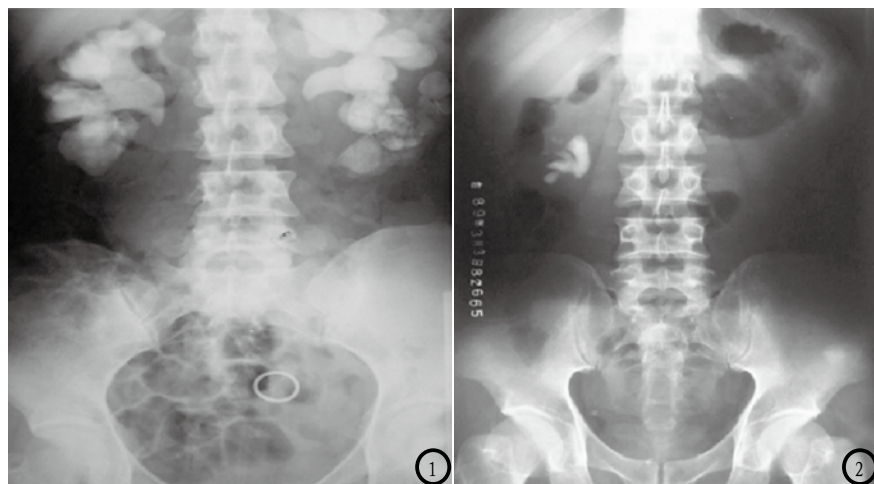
患者女, 49岁, CT平扫图可见铸形肾结石, 盆腔内可见金属环影; 图2 CT平扫示右肾鹿角形肾结石。
